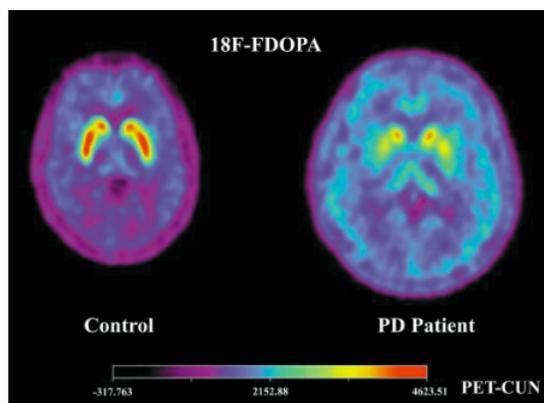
Tomografía de emisión de positrones de un paciente con EP comparado a un individuo sano. El paciente con EP presenta una profunda pérdida de terminales dopaminérgicos en el nivel del estriado y del putamen (Obeso, Rodríguez-Oroz, Rodríguez, Arbizu y Giménez-Amaya, 2002)
